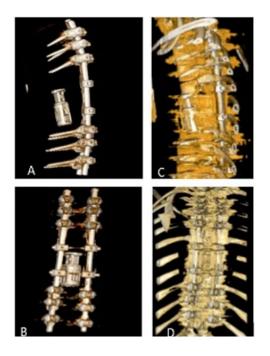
Tomografía computada de columna con reconstrucción 3D posquirúrgica: vista sagital (A y C) -Artrodesis T3-T11 con corpectomía T6-T7-T8 y presencia cilindro expandible. Vista coronal (B y D). Fuente: Imagen del autor
